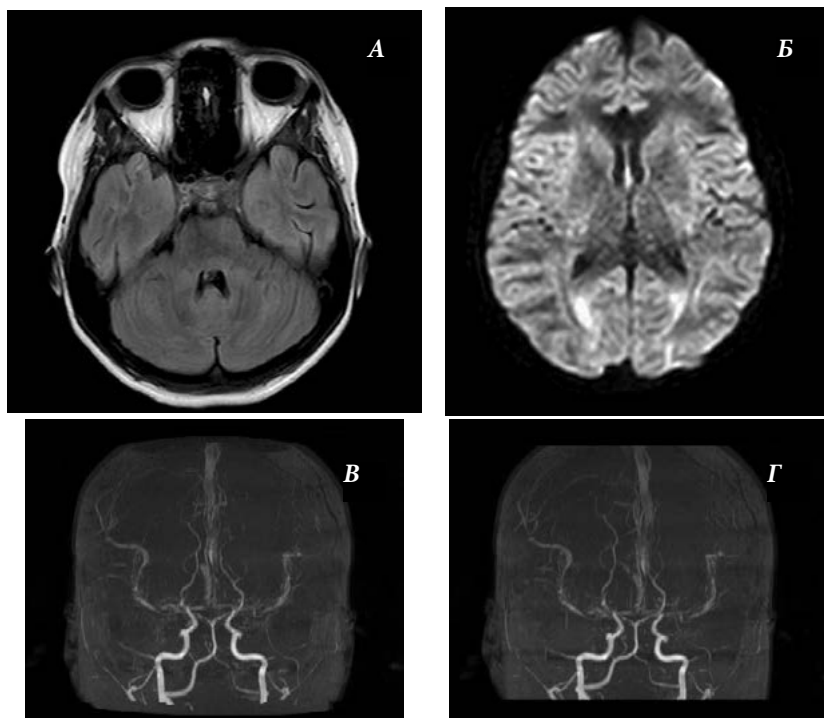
МРТ головного мозга пациентки 15 лет от 15.06.2020 (А-T2flair, Б-DWI, В и Г — 3D TOF) — патологических изменений в веществе головного мозга и церебральных сосудов не выявлено. Гипоплазия задней мозговой артерии слева.
